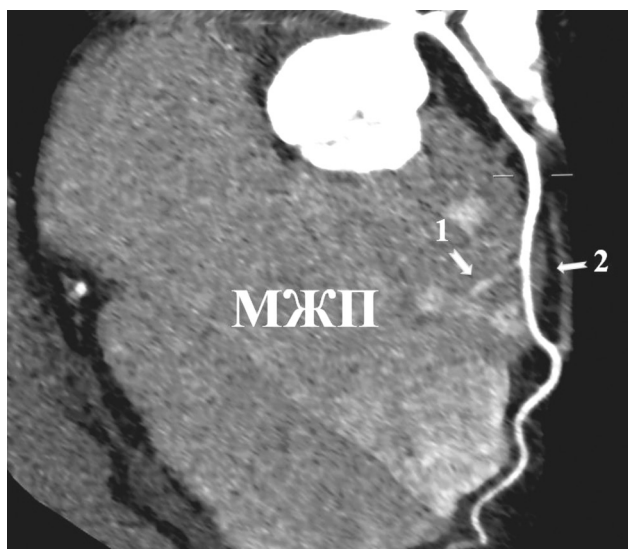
Отхождение первой перегородочной ветви от подмостикового участка ПМЖВ: 1 – первая перегородочная ветвь, 2 – ММ над ПМЖВ, МЖП – межжелудочковая перегородка. Изображение получено методом КТ у взрослого человека
